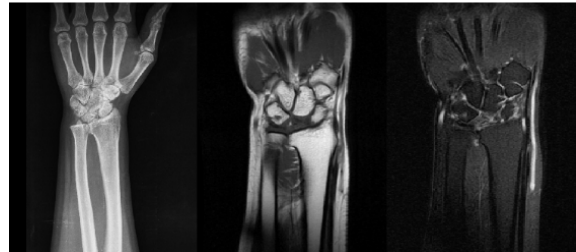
X-ray and MRI of Rt wrist
